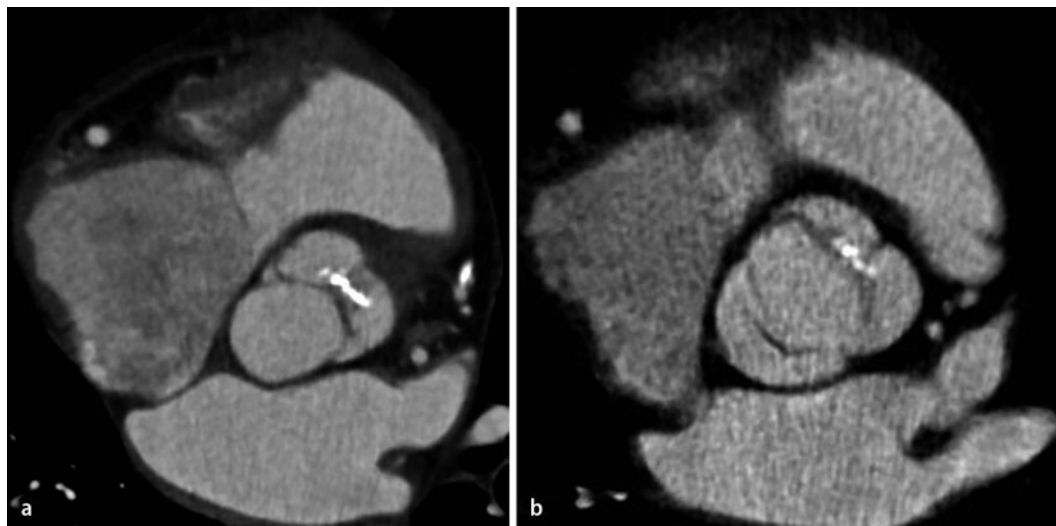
◀ a, b CTA-Datensatz einer bikuspiden Aortenklappe mit Raphe zwischen der rechts- und links-koronaren Tasche. Die Klappe erscheint in der Diastole (a) trikuspid, während die Rekonstruktion in der Systole die Diagnose einer bikuspiden Aortenklappe mit Raphe erleichtert (b). CTA CT-Angiographie
